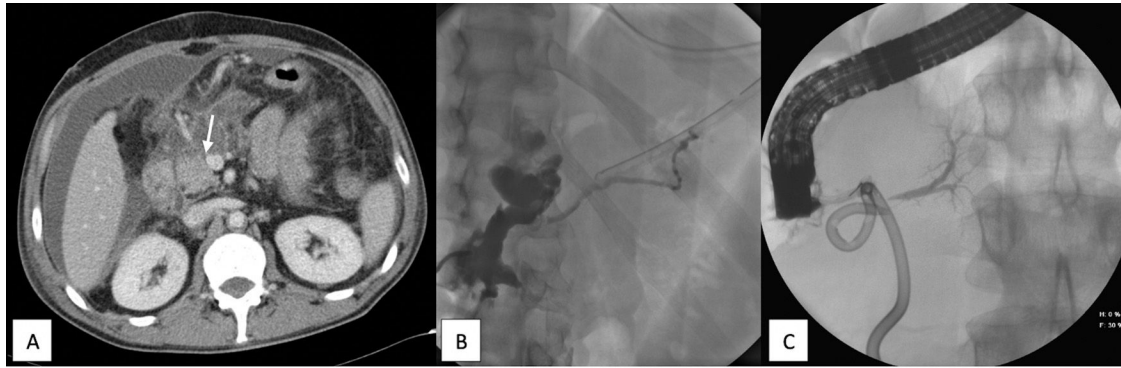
A) TC abdominal con contraste intravenoso. Colección periduodenal y líquido libre intraabdominal. La flecha muestra el cuello pancreático, lugar más probable donde se produjo la lesión. B) Fistulografía. Se rellena la colección y el conducto de Wirsung distal (páncreas dorsal). C) CPRE. Opacificación del conducto pancreático correspondiente al páncreas ventral sin comunicación con el páncreas dorsal. No existe extravasación de contraste.
